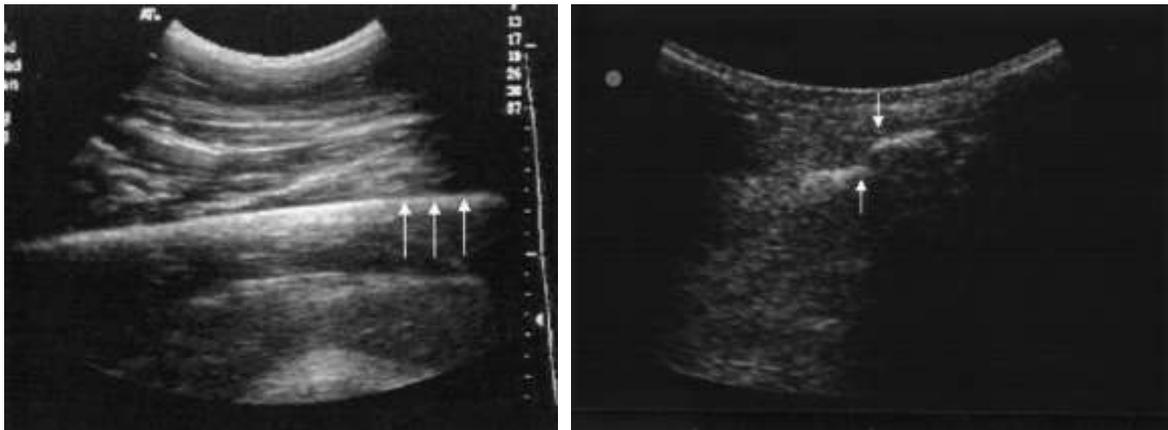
Image de gauche : vue échographique longitudinale d'une corticale fémorale normale – Image de droite : vue échographie longitudinale d'une fracture de la diaphyse fémorale (69).
